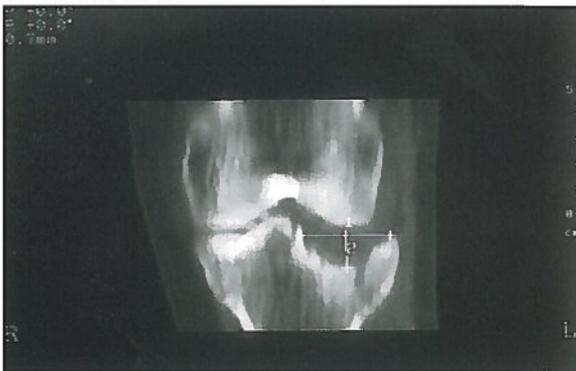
Se aprecia el hundimiento en la reconstrucción realizada con TAC.
